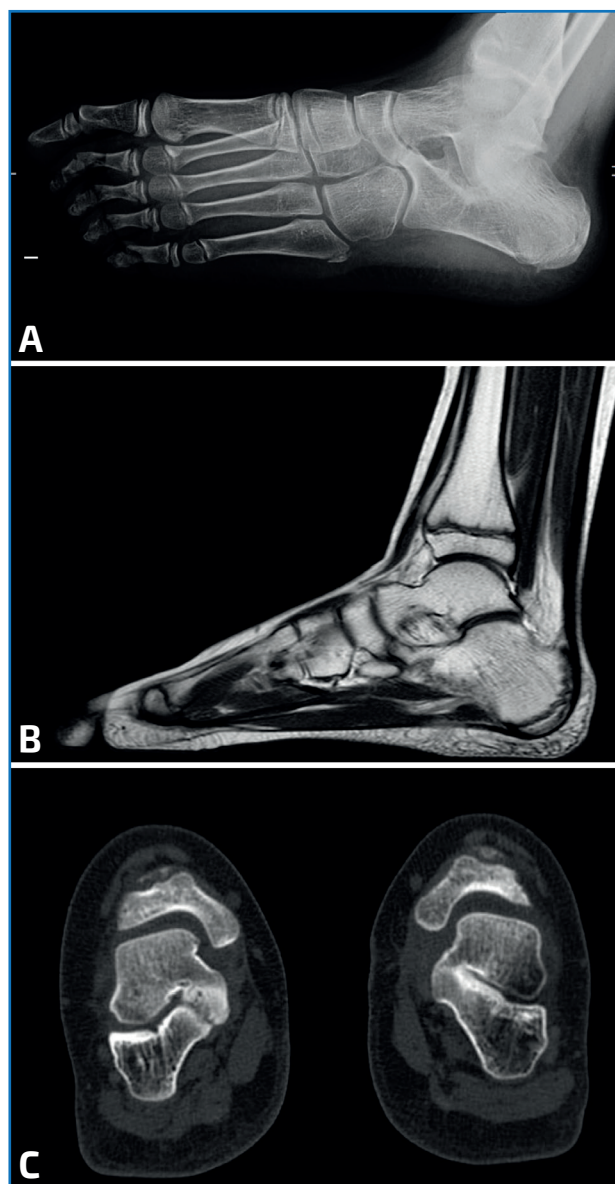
A: radiografía oblicua del pie con coalición calcaneoescafoidea (CE); B: resonancia magnética mostrando una coalición CE; C: tomografía computarizada de una coalición calcaneoastragalina.
